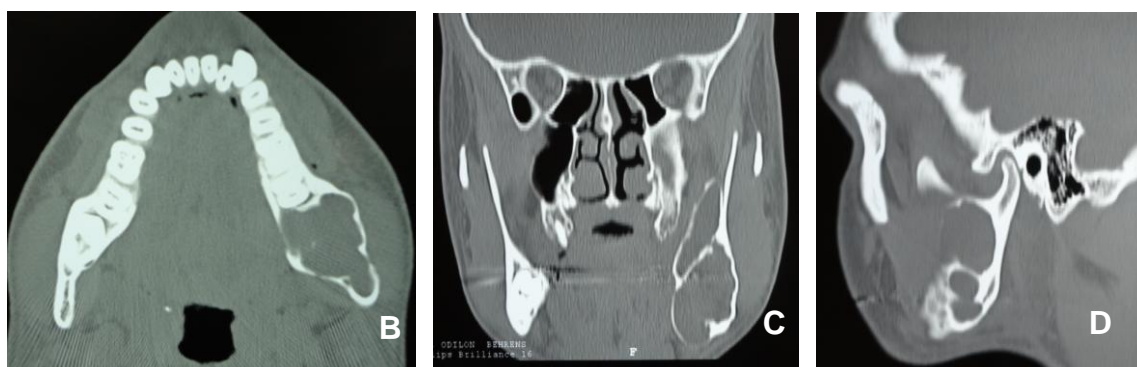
exames imaginológicos; A: radiografia panorâmica; B, C e D- tomografia computadorizada cortes coronal, axial e sagital)
